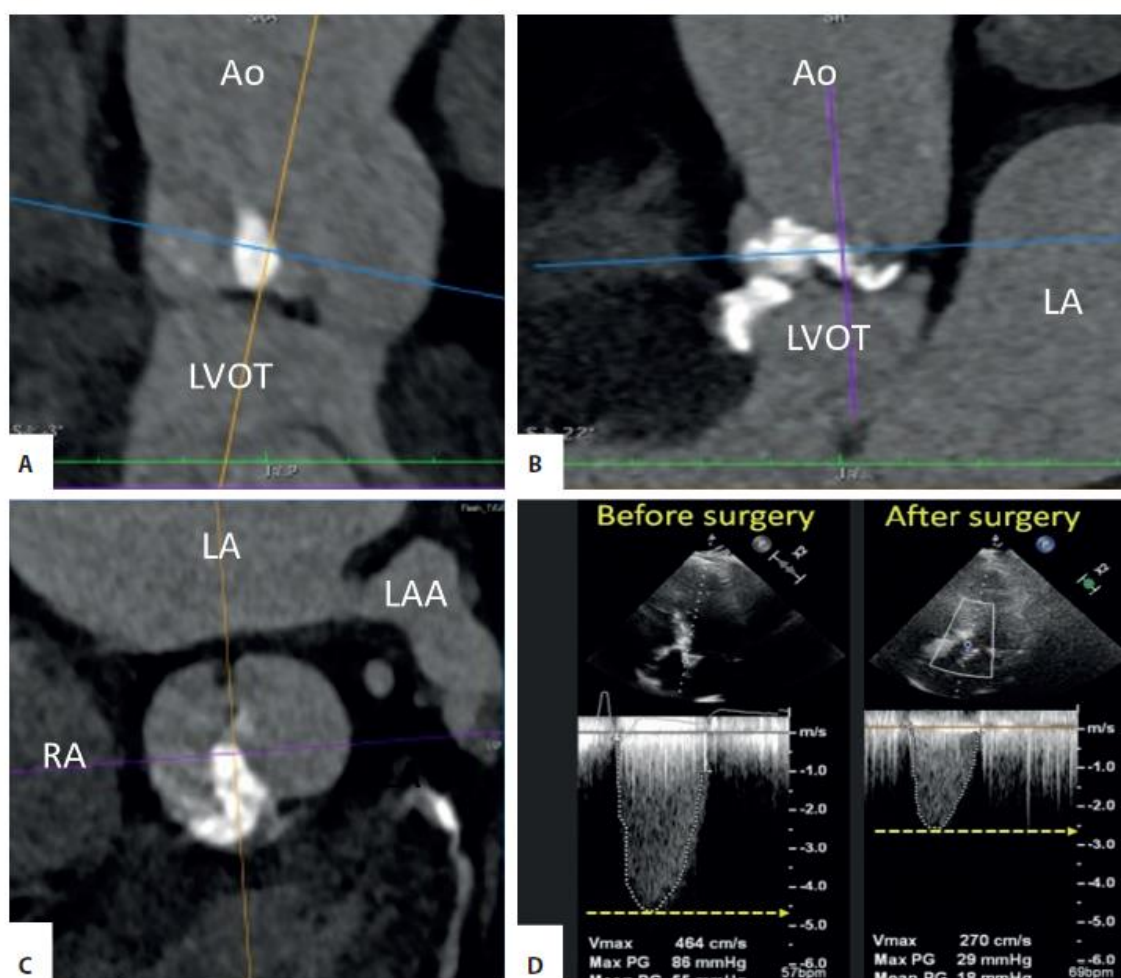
A–C. Computed tomography image analysis of the aortic valve — multiplanar reconstruction. The images show three orthogonal cross sections: longitudinal (A and B) and transverse (C). Orientation is facilitated by the colors of the section lines, which correspond to the color of the border of the respective image. The bicuspid aortic valve of the type 1N/T, with very asymmetric distribution of calcium (white color), has the shape of a “spike” passing locally to the ring. No calcium in the remaining elements of the valve. There is a risk of asymmetric, incomplete TAVI valve expansion with a probable ring rupture. D. Echocardiography, continuous wave Doppler spectrum before (left) and after surgery (right), showing a significant decrease in the velocities and pressure gradients across the aortic valve
